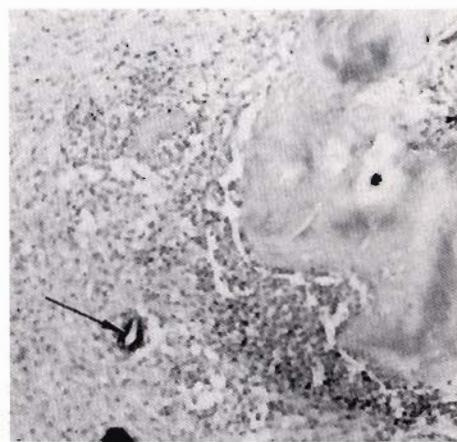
Campione D63-285-15, GFC44, N.17, a 41 giorni dall'intervento. Un campione di controllo colorato con Brown e Brenn che evidenzia due colonie di microorganismi nel tessuto periapicale (freccie). (Ingrandimento x 440; ridotto 1/4).
